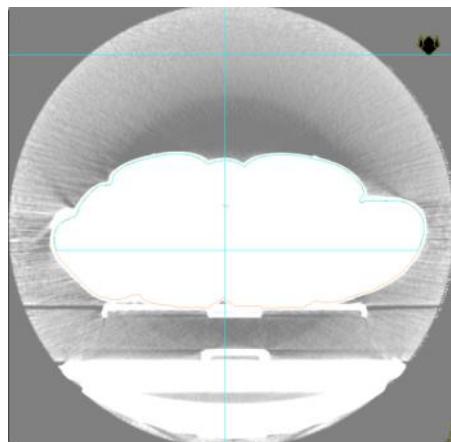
CT data for a large reconstruction diameter (70 cm), giving rise to a ring artifact modeled as high density air in the TPS. The air surrounding the patient has an increasing density when increasing the diameter. At the extreme diameter of 70 cm air has a density of 0.1 g/cm^3 . This leads to an overestimation of the attenuation of the beam before entering into the patient. As this effect depends on the IVDT, a large difference (4 %) was obtained between Moderato and the TPS for this specific patient.
